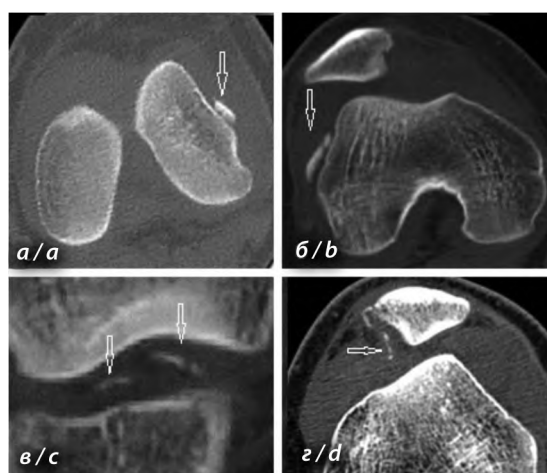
КТ коленного сустава, аксиальная проекция (а, б, г) и реконструированная фронтальная проекция (в).
